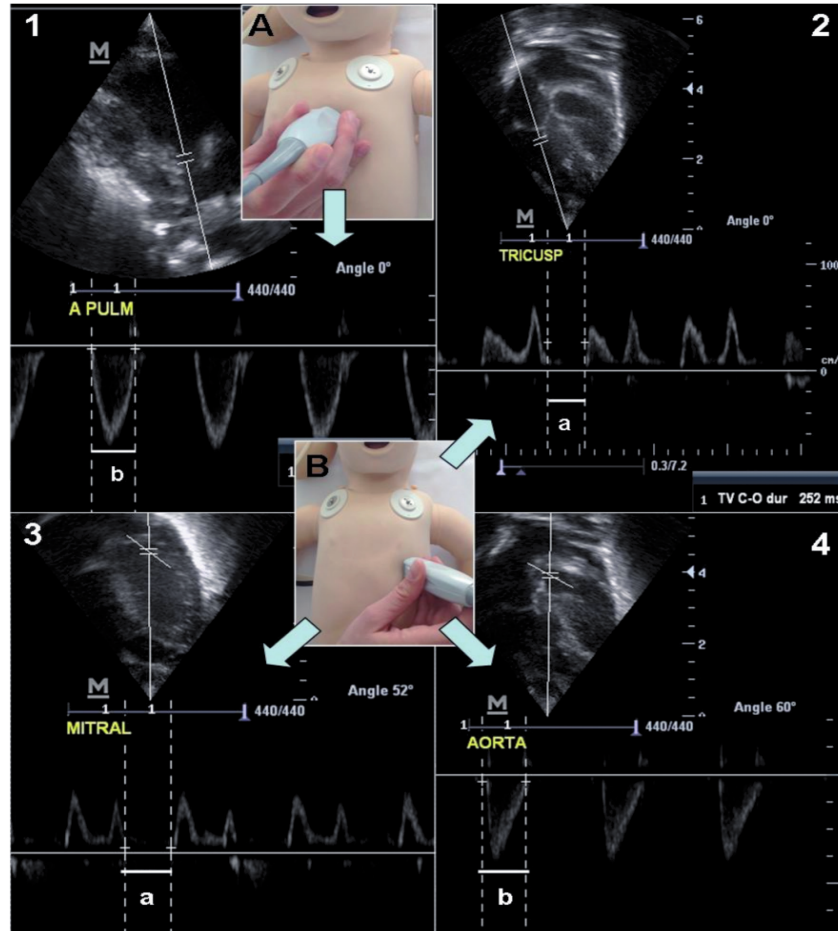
Valoración del índice de función miocárdica (MPI) o índice Tei de ambos ventrículos. Tomado de Arruza L y Corredera A. 2014, con permiso de los autores. 1. Medición mediante Doppler pulsado del TEVD representado en la imagen como la distancia b. 2. Medición mediante Doppler pulsado del tiempo de flujo transtricuspídeo representado en la imagen como la distancia a. 3. Medición mediante Doppler pulsado del tiempo de flujo transmitral representado en la imagen como la distancia a. 4. Medición mediante Doppler pulsado del TEVI representado en la imagen como la distancia b. A. Proyección paraesternal eje largo. B. Proyección apical. TEVD: tiempo de eyección del ventrículo derecho; TEVI: tiempo de eyección del ventrículo izquierdo.
